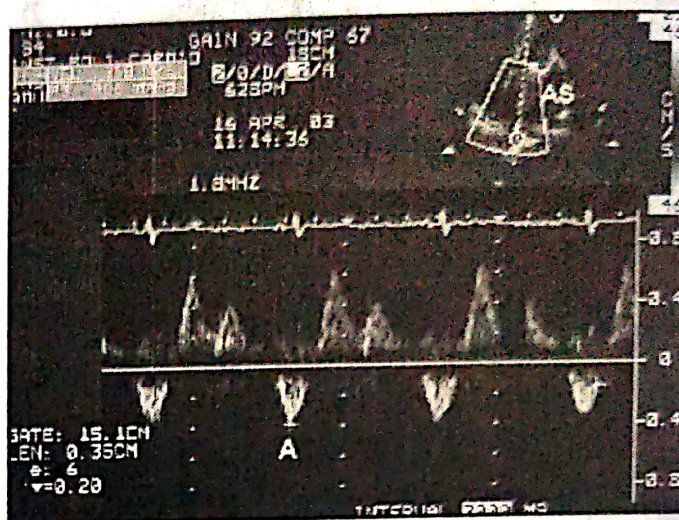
Doppler pulsat la nivelul valvei mitrale: undă E=55 cm/s, undă A=21 cm/s, timp de decelerare undă E-TDE=125 ms, timp de relaxare izovolumetrică TRIV=120 ms.
